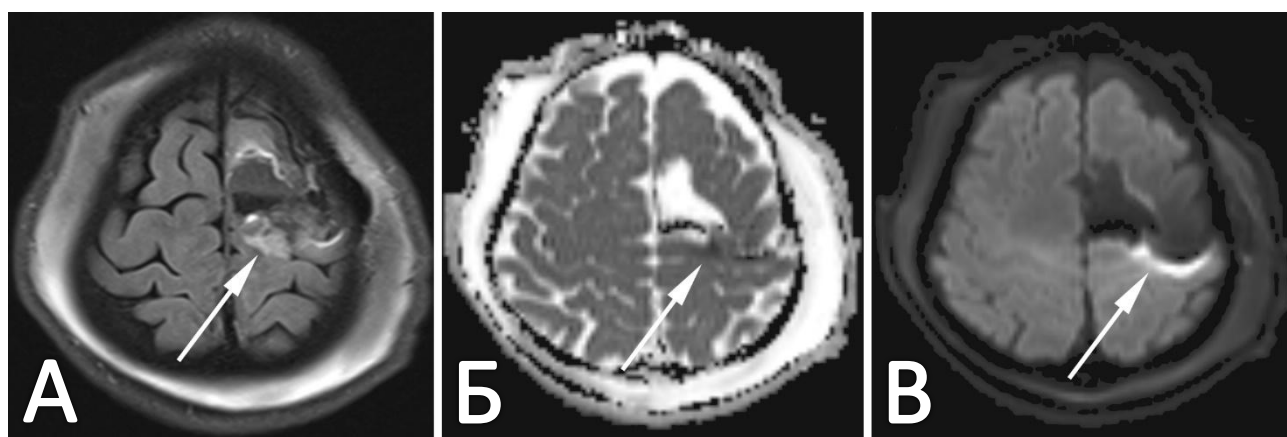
Послеоперационная МРТ головного мозга пациента с глиобластомой (WHO grade 4) левой дополнительной моторной области с признаками ишемических изменений в левой прецентральной извилине (обозначены стрелками). А. Аксиальный срез МРТ в последовательности T2-ВИ FLAIR. Б. Аксиальный срез МРТ в последовательности ADC (карты измеряемого коэффициента диффузии). В. Аксиальный срез МРТ в режиме диффузионно-взвешенное изображение (b-фактор=1000)
